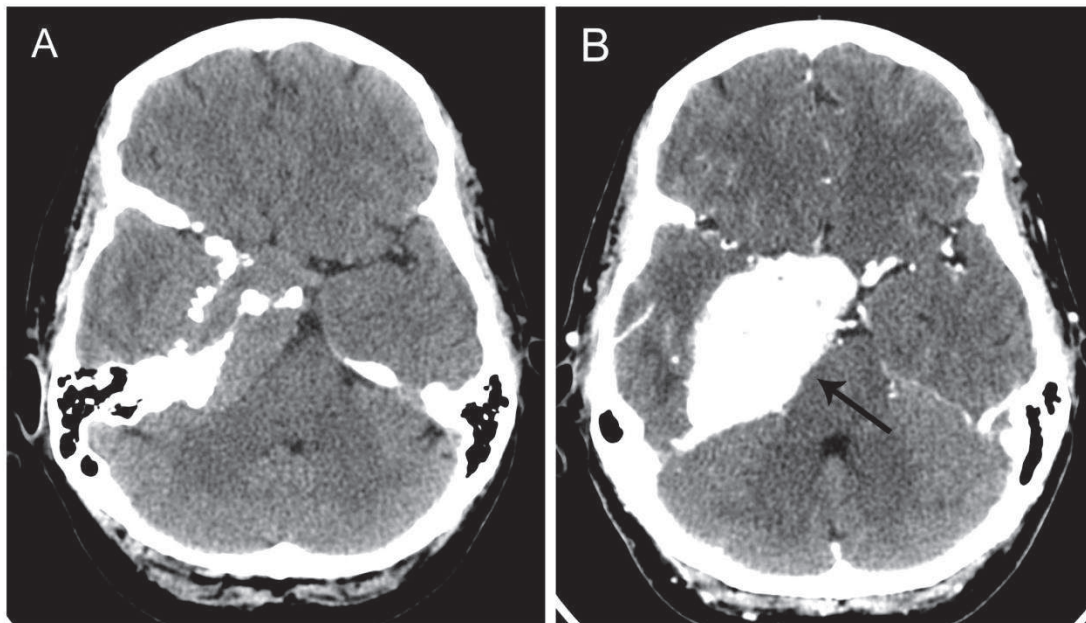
A: TC craneal sin contraste. B: TC craneal con contraste. Lesión expansiva en el peñasco derecho que se extiende hacia la fosa craneal media, ocupando la cisterna supraselar y el ángulo pontocerebeloso y comprimiendo la protuberancia. Capta contraste intensamente (flecha negra).
